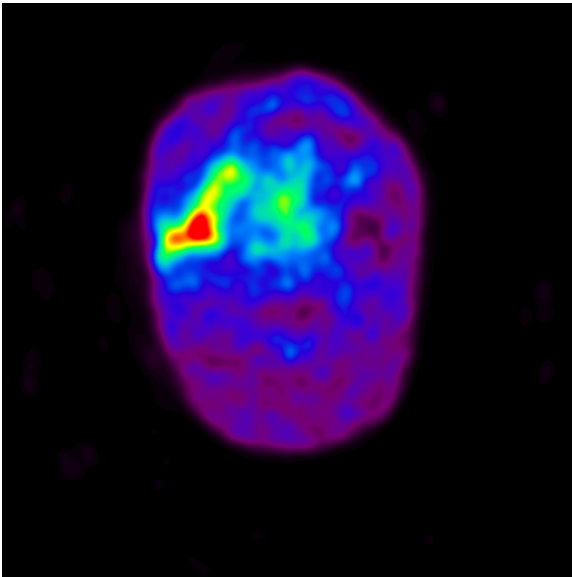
FDG投与2時間後PET画像 (SUVmax8.2)
